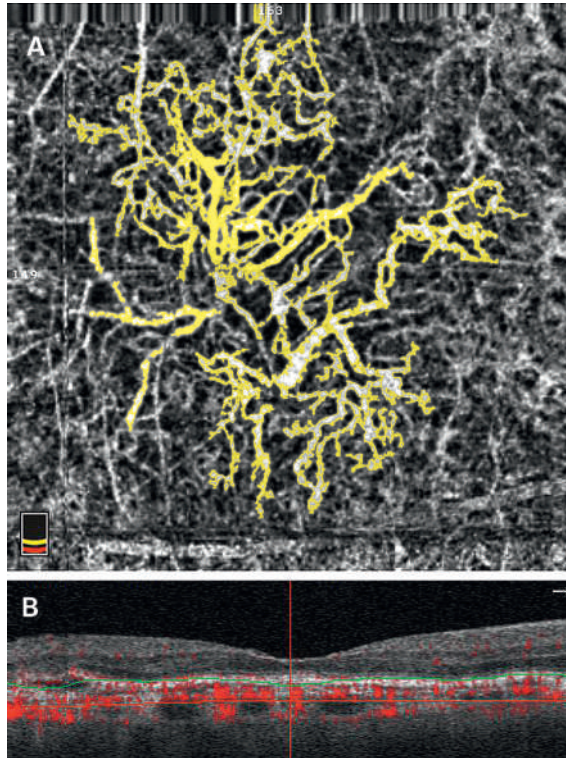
(A) Image en face d'un OCT angiographie d'un complexe néovasculaire (en jaune) choroïdien d'une DMLA néovasculaire. (B) Image coupe OCT (zone de flux vasculaire en rouge). OCT = tomographie par cohérence optique.
